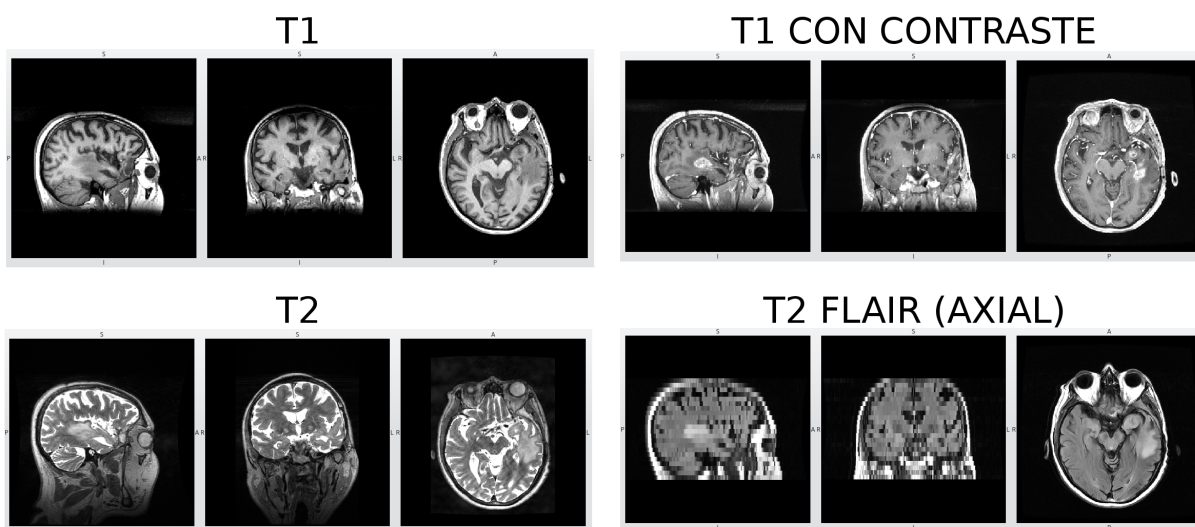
Secuencias T1, T1 con contraste, T2 y T2 FLAIR para un caso con un tumor en el lóbulo temporal izquierdo, se pueden observar los efectos producidos por el proceso patológico en cada una de ellas. En la figura puede observarse el proceso patológico en cada secuencia. En la secuencia T1 puede observarse como una hipointensidad con respecto a la misma región en el hemisferio derecho. Con la introducción de contraste se puede ver que la lesión se vuelve hiperintensa, indicando una rotura de la barrera hematoencefálica. En la secuencia T2 se observa la región hiperintensa, que indice un edema y un mayor contenido de agua en el tejido. Finalmente en la secuencia T2 FLAIR se puede observar una hiperintensidad en la lesión.
